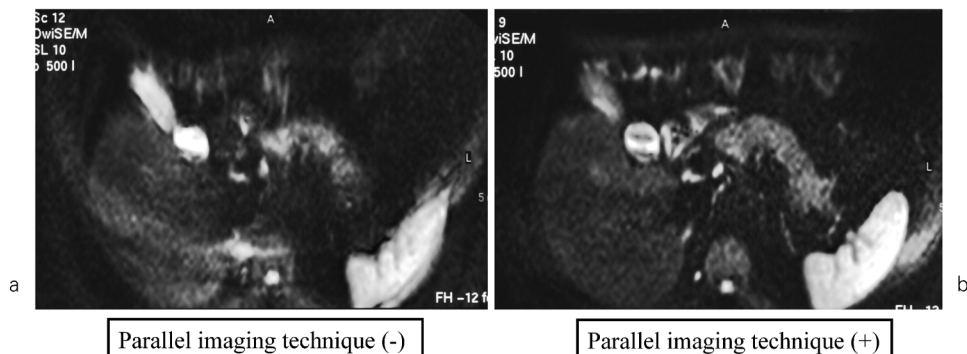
Effect of parallel imaging technique for imaging quality of DWI
